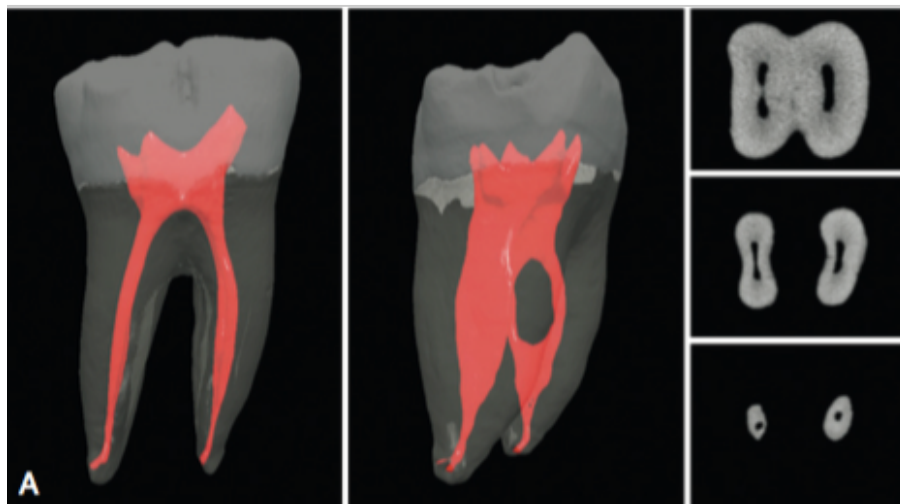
Primer molar inferior, reconstrucción por medio de micro-tomografía (3).
